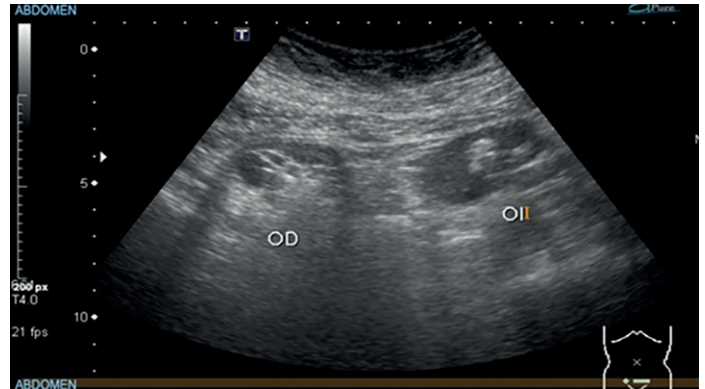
Ultrasonido de seguimiento a los 7 meses de la laparoscopia.
